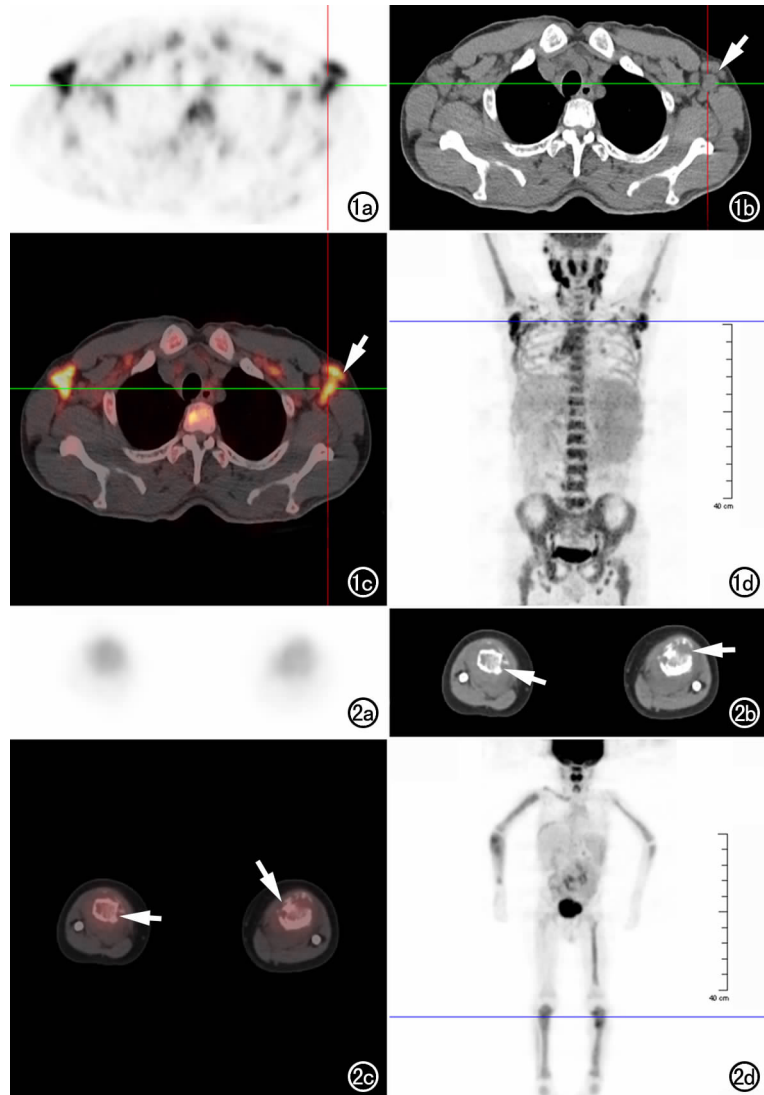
急性淋巴细胞性白血病。a) 肩胛岗水平横轴面 PET 显像示腋窝多个浓度加深, SUVmax 为 7.31, 平均 SUV 为 3.82; b) CT 扫描示腋窝多个淋巴结肿大 (箭); c) PET 和 CT 融合图示腋窝多个淋巴结肿大 (箭); d) 全身 PET 显像最大密度投影图。图 2 急性淋巴细胞性白血病。a) 患儿胫骨上端水平横轴面 PET 显像图示骨质放射性摄取异常增高, SUVmax 为 2.45; b) CT 扫描示双侧胫骨呈虫蚀状不均匀溶骨性破坏 (箭) 伴周围软组织轻度肿胀; c) PET 和 CT 融合图示骨质密度改变区放射性摄取异常增高 (箭); d) 全身 PET 显像最大密度投影图。
